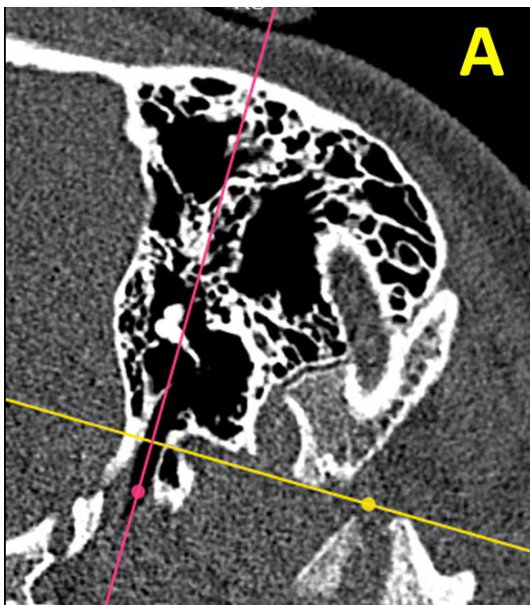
Reconstrucción multiplanar de tomografía computarizada en planos axial (A) y coronal (B) oblicuos que se representan en el plano sagital oblicuo (C). Posteriormente, el plano sagital oblicuo es recorrido hasta visibilizar la órbita ipsilateral para realizar la medición del ángulo tubárico (a).
